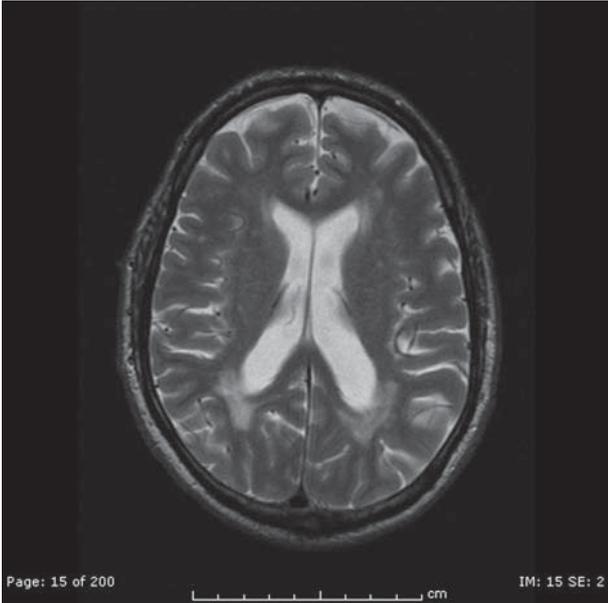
RMN encefalo (T2) nella malattia di Fabry: iperintensità di segnale nella sostanza bianca degli emisferi cerebrali
